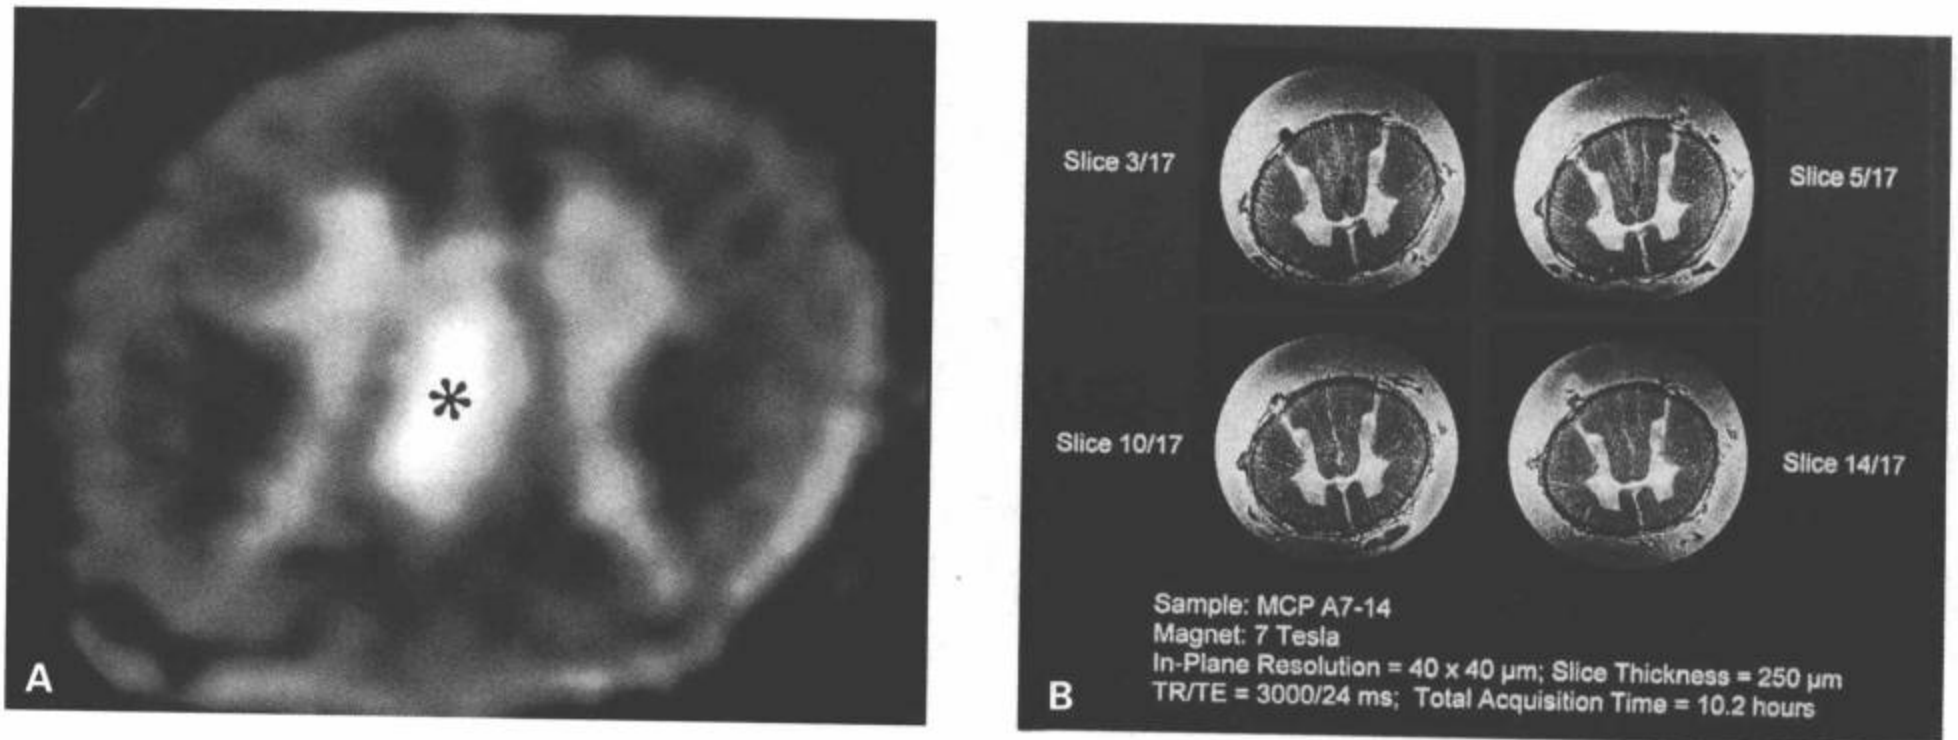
颈髓后柱出血标本。A: 1.5T MR 横断面 T1 加权图像显示累及双侧后柱的巨大出血灶 (星), 右侧受累较大。B: 在 7.0T 磁体中成像的同一个病变, 显示分辨率更高的白质、灰质和后柱出血。(7.0T 图像由 E.Wirth, MD, PhD, University of Florida School of Medicine 提供)(From: Flanders AE, Croul SE. Spinal trauma. In: Atlas SW. Magnetic Resonance Imaging of Brain and Spine. 3<sup>rd</sup> ed. Philadelphia:Lippincott Williams & Wilkins;2002:1801, with permission.)
